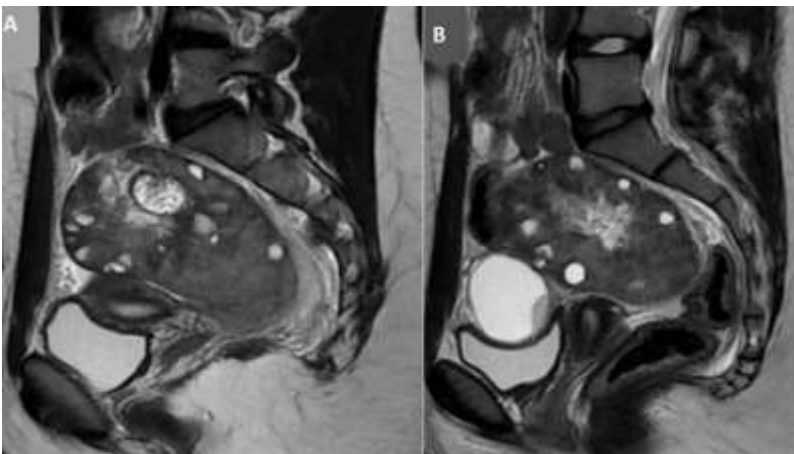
aspect IRM d'une torsion ovarienne chez une jeune fille de 16 ans - IRM en séquence T2, coronale consécutive (A, B) montrant un ovaire droit augmenté de volume, présentant plusieurs formations kystiques millimétriques en hypersignal T2 franc à disposition périphérique avec présence également d'une formation kystique centro-ovarien
